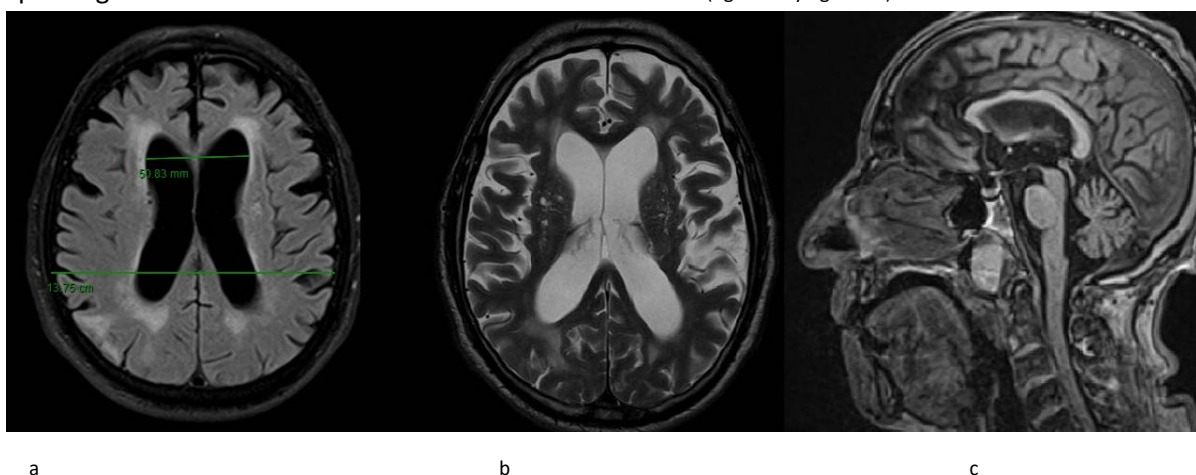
a) imagen un corte axial FLAIR con medición del Índice de Evans, continuando hacia la derecha b) se visualiza corte axial T2 con signos de involución parenquimatosa y última imagen c) sagital T1 3D que muestra anatomía habitual del acueducto de Silvio.
